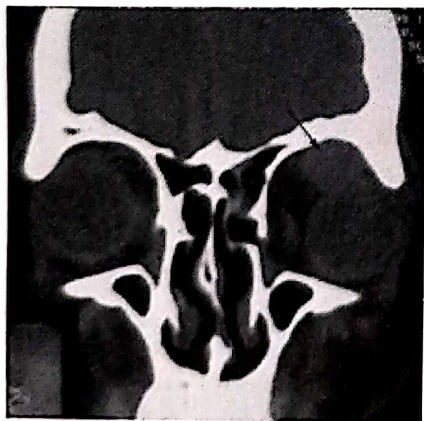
M.M., 42 ani. CT-scan coronal, TU izodensă, bine delimitată, retrobulbar stâng, supero-medial.
